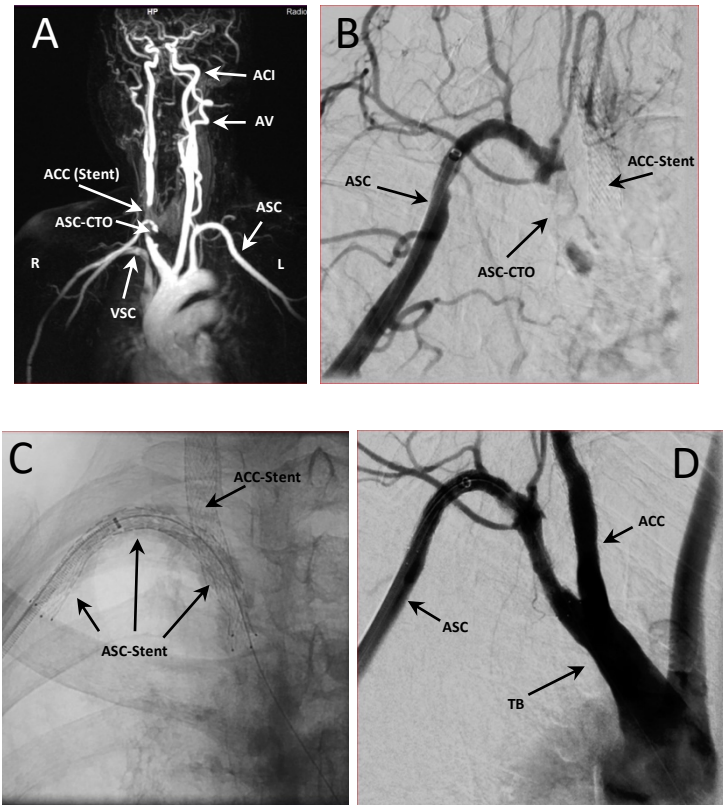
Beispiel eines Patienten mit Verschluss der *Arteria subclavia* und Kollateralen vor und nach Intervention. A: MRT vor der Intervention (ACC, *Arteria carotis communis* mit Stent; ASC, *Arteria subclavia*; VSC, *Vena subclavia*; ACI, *Arteria carotis interna*; AV, *Arteria vertebralis*). B: Digitale Subtraktionsangiographie (DSA) des linken Armes vor der Intervention. C und D: DSA nach der Intervention (TB, *Truncus brachiocephalicus*).
